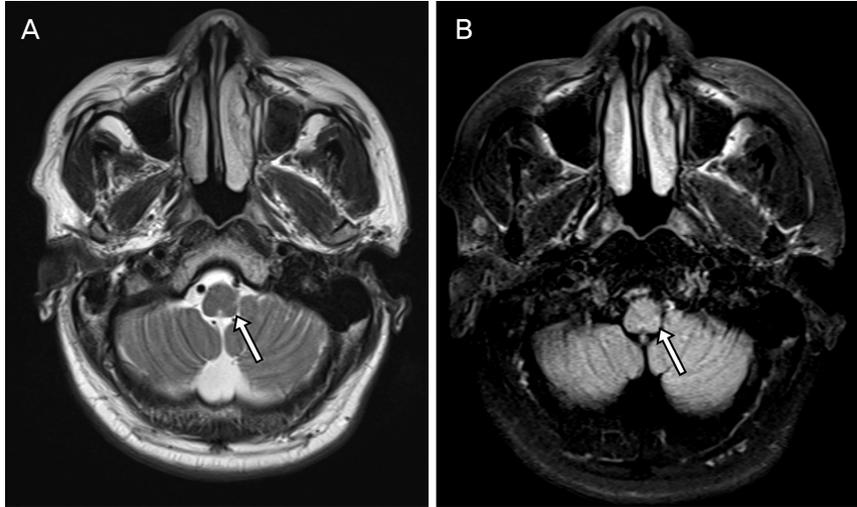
Axial T2 weighted magnetic resonance image (A) and fluid attenuated inversion recovery sequence (B) showed chronic infarction in left medulla (arrows).
